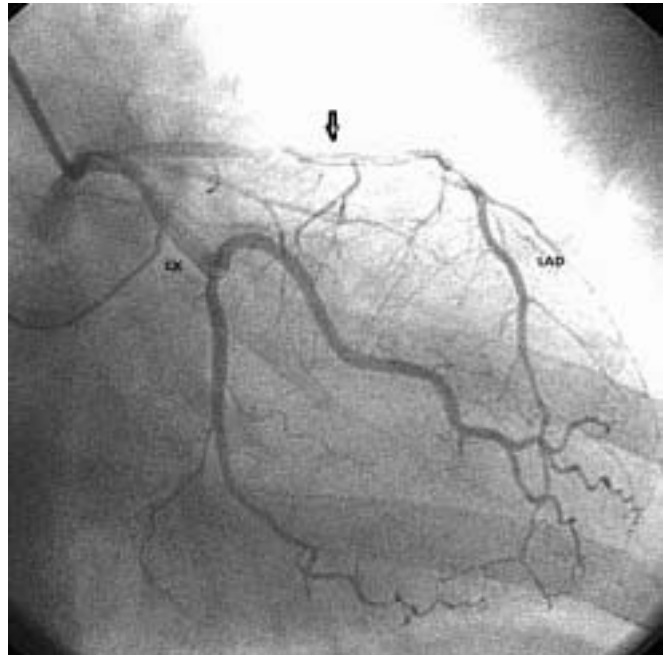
Koroner anjiyografide LAD arter proksimalinde bal peteği benzeri ağ görüntüsü olan lezyon izlendi.
